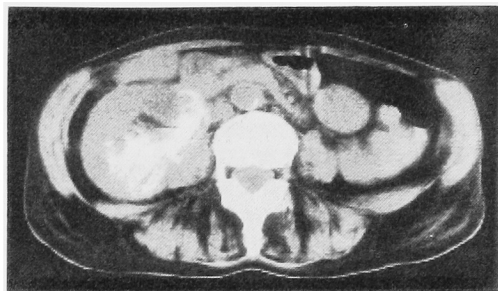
Abdominal CT scan demonstrating calcifications in the right renal collecting systems and parenchyma.
